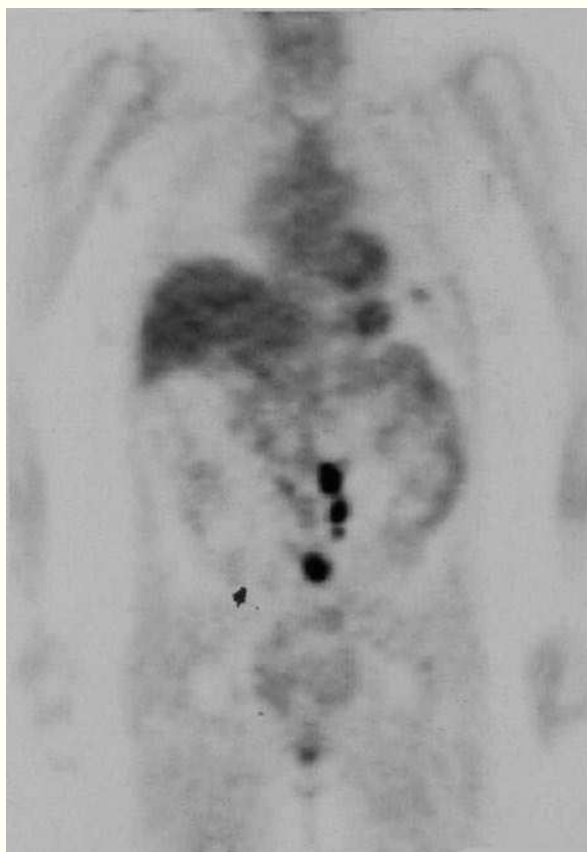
Imagen de tomografía por emisión de positrones que muestra 5 focos hipercaptantes, compatibles con metástasis ganglionares retroperitoneales, en una paciente diagnosticada de carcinoma de trompa de Falopio.
